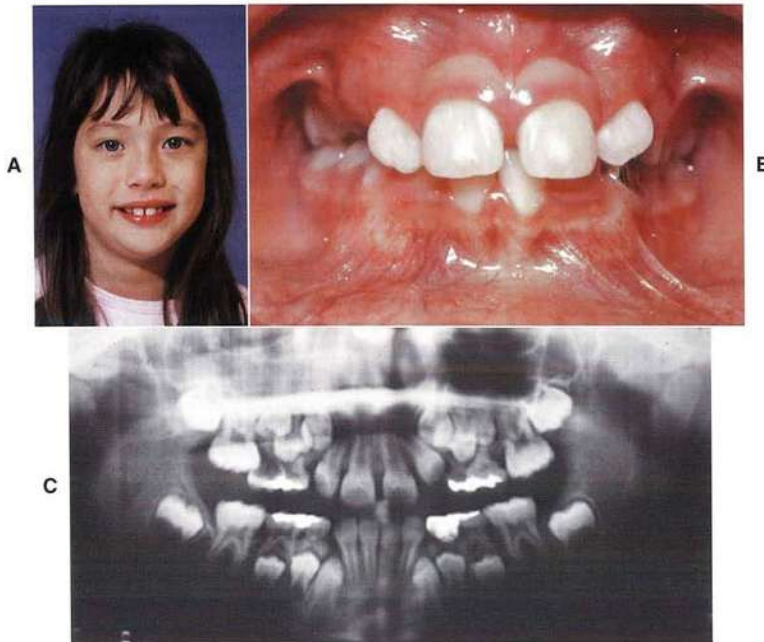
En algunos niños, los incisivos superiores se abren lateralmente y están muy separados en su erupción inicial, situación que suele conocerse como la «fase del patito feo». A, Sonrisa a los 9 años. B, Apariencia dental. C, Radiografía panorámica. La separación de los incisivos tiende a mejorar con la erupción de los caninos, pero esta situación aumenta las posibilidades de que estos últimos se impacten.
